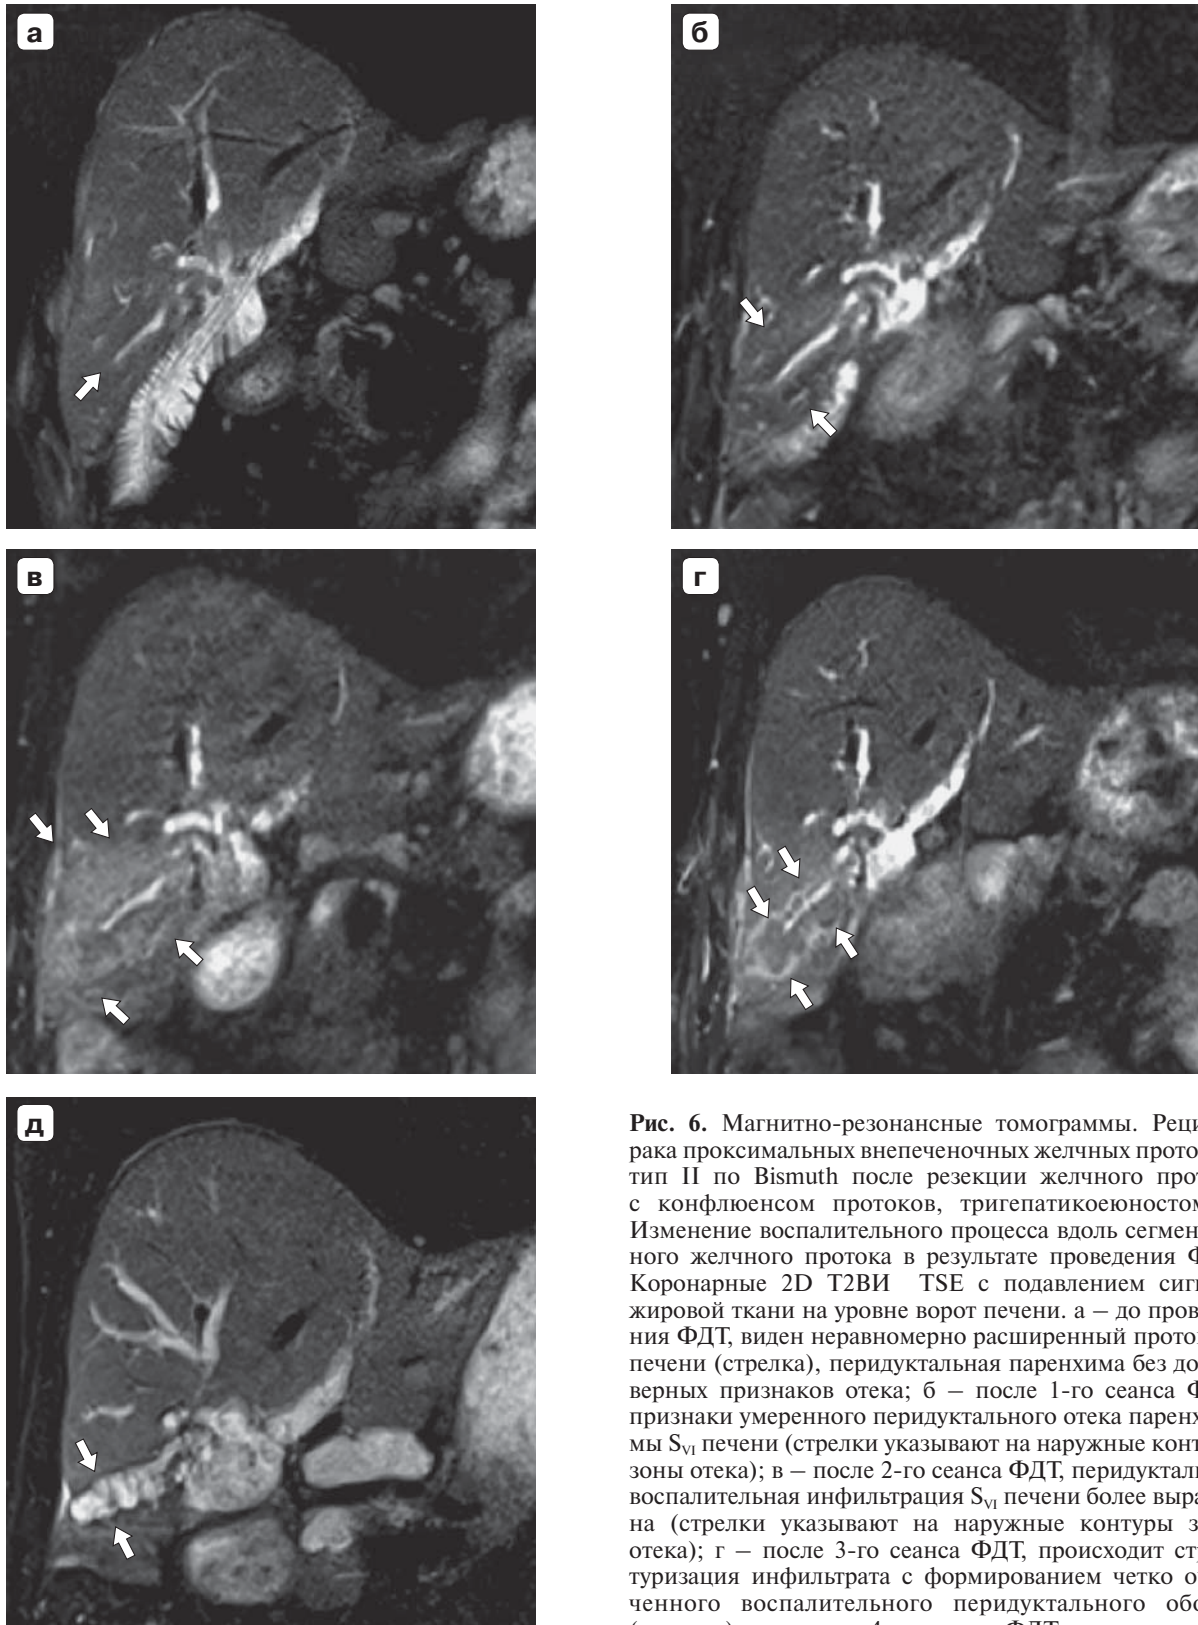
Магнитно-резонансные томограммы. Рецидив рака проксимальных внепеченочных желчных протоков, тип II по Bismuth после резекции желчного протока с конфлюенсом протоков, тригепатикоеюностомии. Изменение воспалительного процесса вдоль сегментарного желчного протока в результате проведения ФДТ. Коронарные 2D T2ВИ TSE с подавлением сигнала жировой ткани на уровне ворот печени. а – до проведения ФДТ, виден неравномерно расширенный проток S_{VI} печени (стрелка), перидуктальная паренхима без достоверных признаков отека; б – после 1-го сеанса ФДТ, признаки умеренного перидуктального отека паренхимы S_{VI} печени (стрелки указывают на наружные контуры зоны отека); в – после 2-го сеанса ФДТ, перидуктальная воспалительная инфильтрация S_{VI} печени более выражена (стрелки указывают на наружные контуры зоны отека); г – после 3-го сеанса ФДТ, происходит структуризация инфильтрата с формированием четко очерченного воспалительного перидуктального ободка (стрелки); д – после 4-го сеанса ФДТ, виден спиралевидно измененный проток S_{VI} без признаков отека перифокальной паренхимы (контуры протока указаны стрелками).
